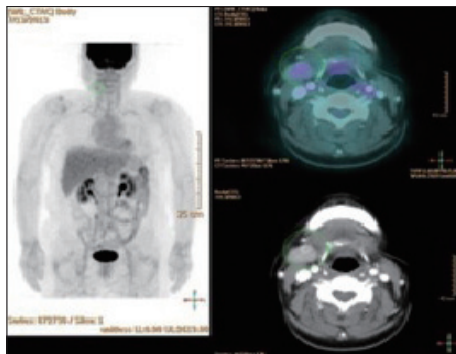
Radiologic findings. 18 FDG PET-CT taken before surgery shows focal hypermetabolism in right submandibular area.
